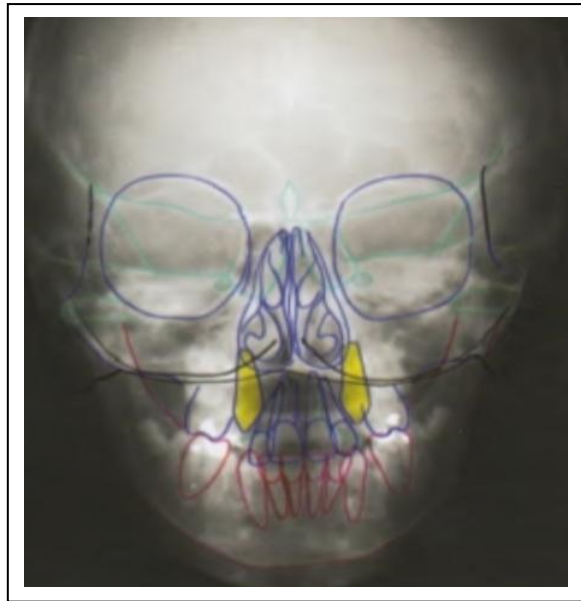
Téléradiographie frontale.
